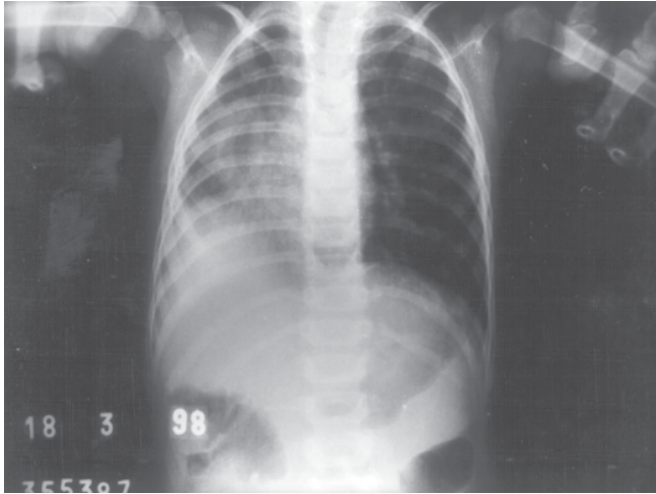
Radiografia de tórax revelando hipoplasia pulmonar à direita, imagem tubuliforme tortuosa em projeção de hemitórax direito (sinal da cimitarra), desvio de traquéia para a direita e pinçamento dos espaços intercostais
